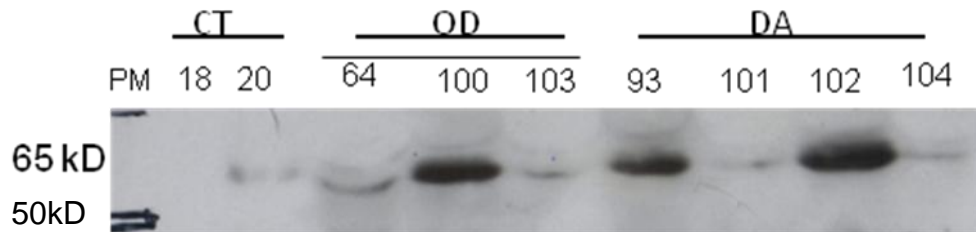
Análise da Expressão da proteína Tau-T em amostras de células da mucosa oral. As células foram obtidas da mucosa oral dos três grupos estudados e submetidos à análise dos níveis de Tau-T por Western blot como descrito em Material e Métodos. (A) Autorradiografia representativa e (B) análise densitométrica da expressão de proteína Tau-T nos três grupos estudados: DA=doença de Alzheimer, OD = outras demências, CT = controles. Peso molecular da proteína – 65kDa.
